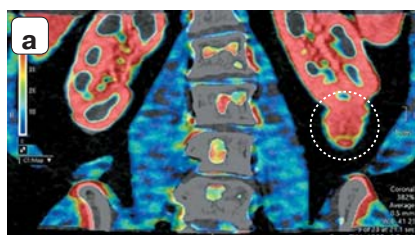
Цветовые перфузионные карты этой же пациентки, опухоль обведена пунктирной линией. а – картирование объема кровотока (BV); б – картирование скорости артериального кровотока (AF); в – картирование проницаемости сосудистой стенки (CL). Опухоль обведена пунктирной линией.
